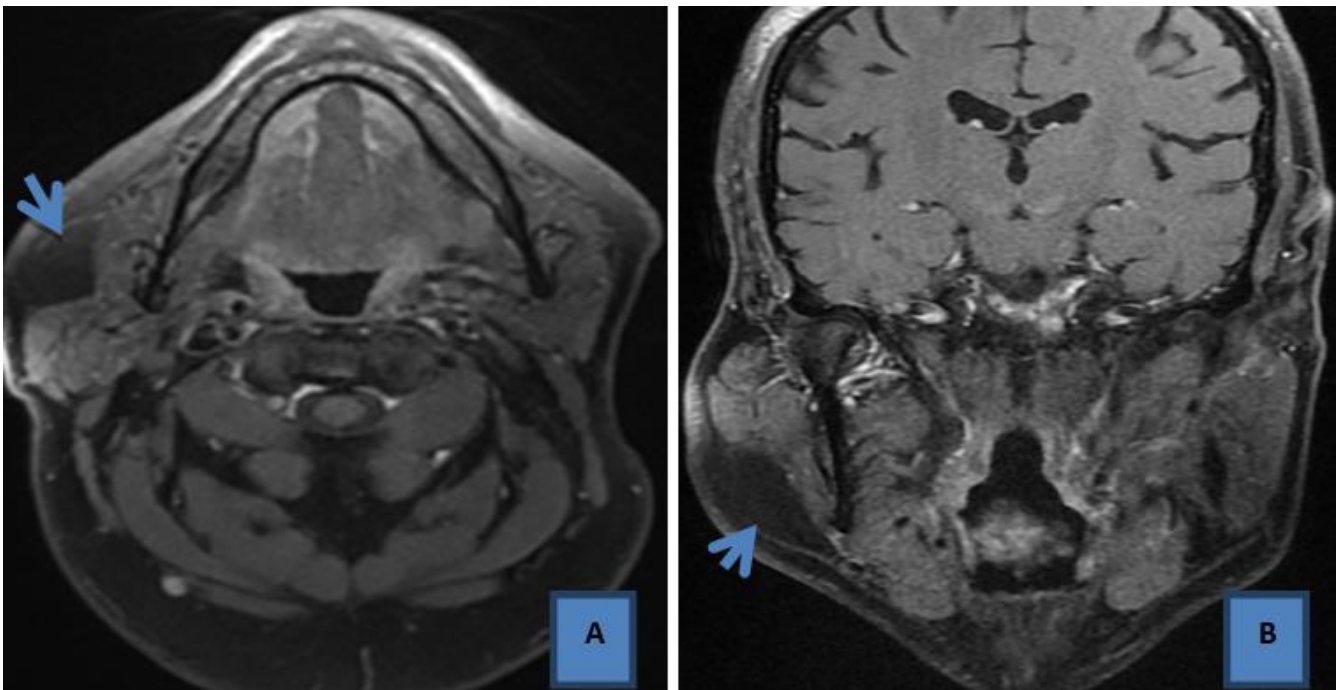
IRM parotidienne du même patient, après injection de gadolinium, en coupe axiale T1 (A), coronale T1 (B)
